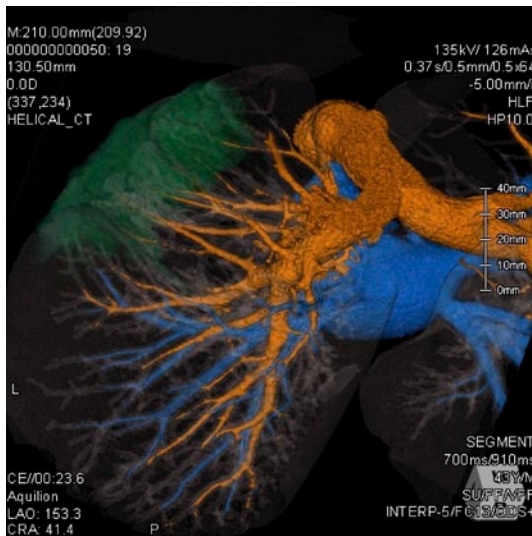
診断時の肺動脈造影3D-CT像。背側やや上方から見た図。緑色で示す部分が病変部位であり、同部位を灌流する肺動脈に、器質的な狭窄や閉塞は認めない。
